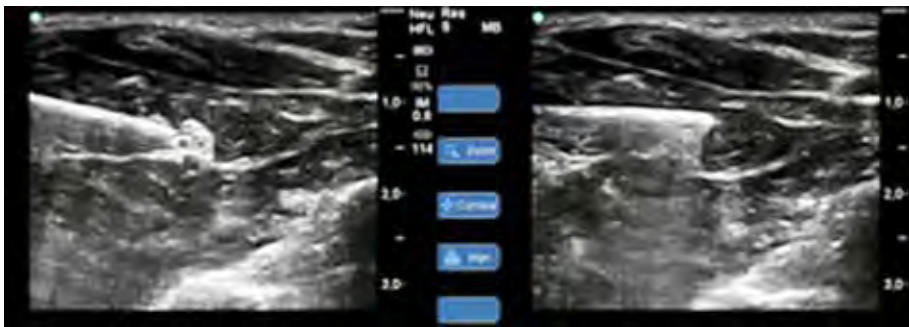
phénomène de réverbérations observé avec l'aiguille. Il s'agit ici d'un bloc du nerf médian à l'avant-bras. Le nerf disparaît du fait de la réverbération de l'aiguille. Cet effet est maximum quand le trajet de l'aiguille est perpendiculaire aux ultrasons.
